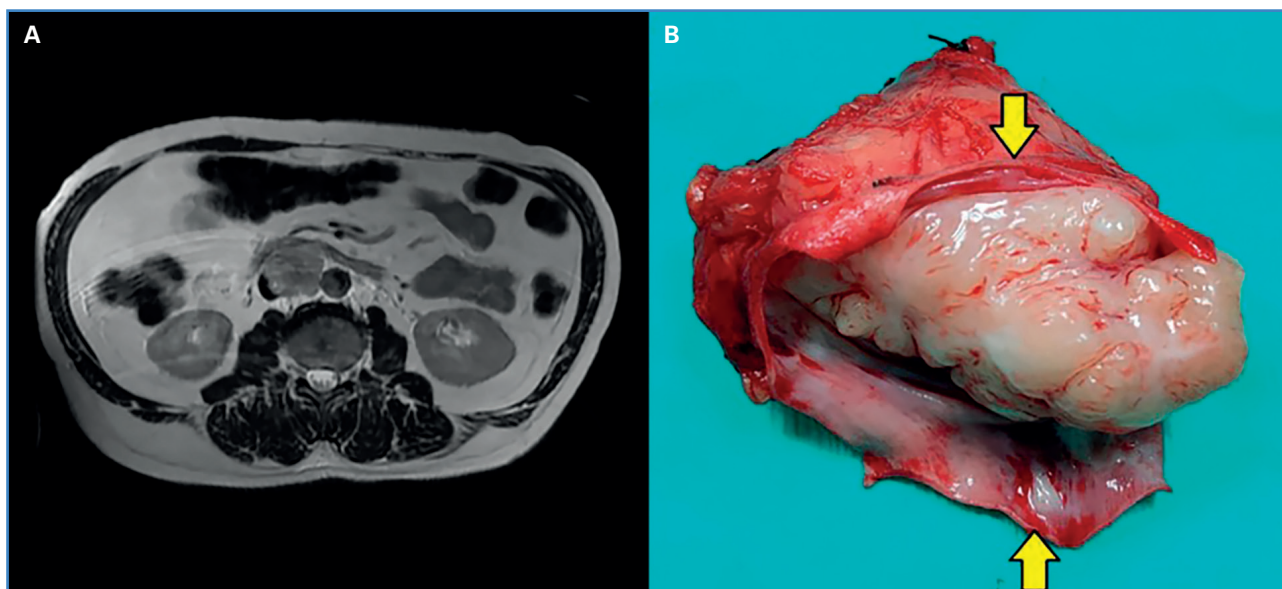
A. RM con tumoración retroperitoneal en relación con VCI. B. Pieza quirúrgica de VCI, las flechas amarillas indican ambos bordes tras la sección longitudinal de la cara lateral, observando el componente intraluminal del leiomioma de vena cava.
